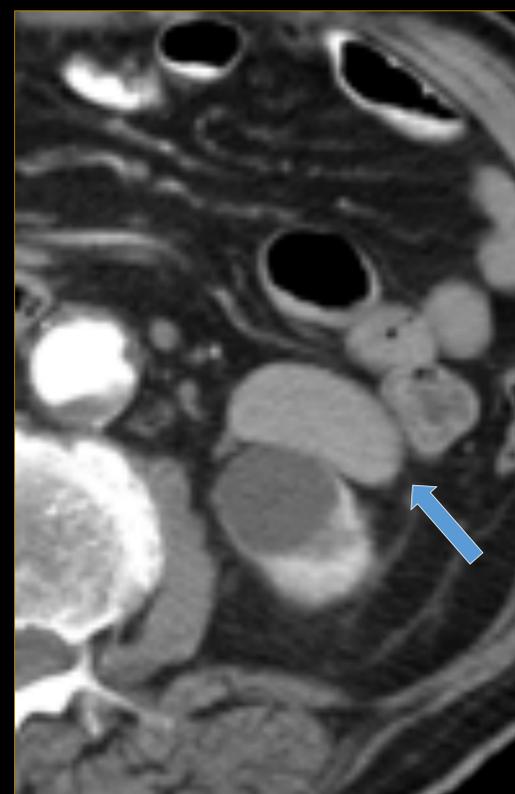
Bazos accesorios intrapancreáticos. Paciente con clínica persistente de astenia, anorexia y diarrea de 3 meses de evolución. Imágenes: TC de abdomen con contraste en fases arterial (1) y portal (2), cortes axiales. Lesiones sólidas en la cola del páncreas (→) que plantean diagnóstico diferencial con lesiones tumorales de estirpe neuroendocrina. La fase portal demostró un patrón de captación idéntico al del bazo (→).
